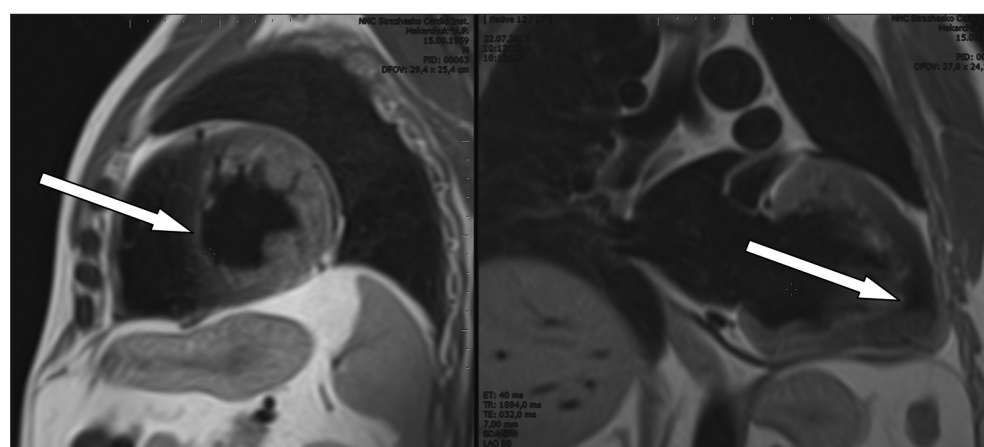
МРТ-зрізи ЛШ по короткій і довгій осі за ознаками зниження інтенсивності МР-сигналу в зоні ІМ в проєкції міжшлуночкової перегородки та передньої стінки ЛШ
